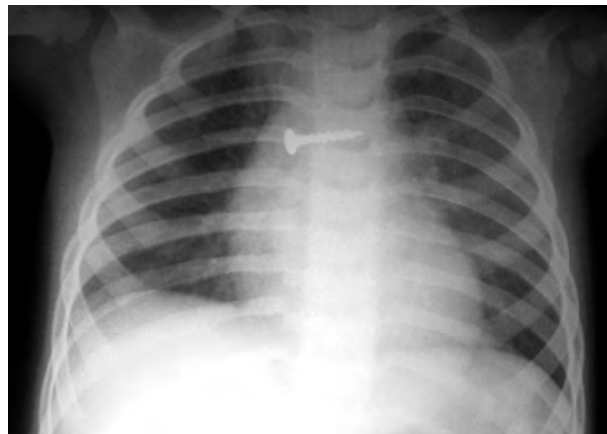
Обзорная рентгенография органов грудной клетки с контрастным инородным телом.
